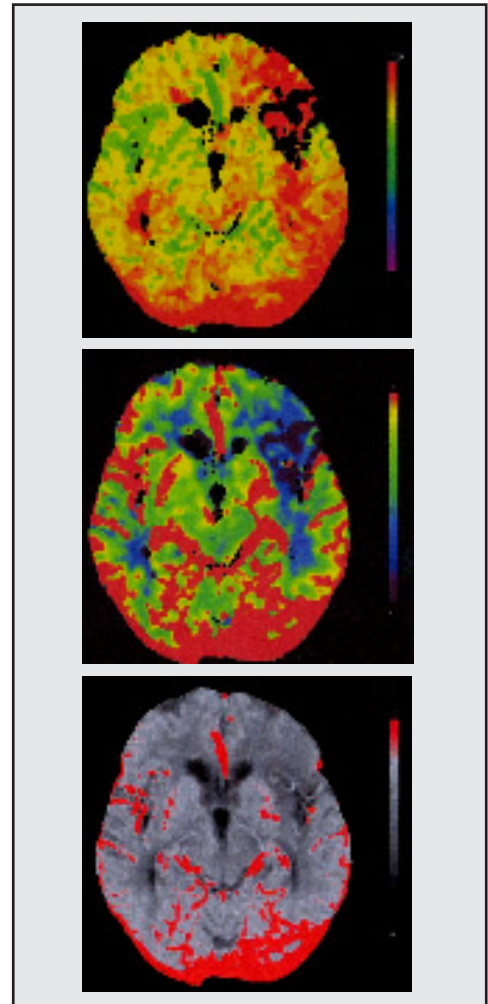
a, b, c. CT Perfusión: a. MIP, b. CBV (flujo sanguíneo cerebral), c. TTP (velocidad del medio de contraste en los vasos intracerebrales); Infarto (zona más oscura) y penumbra en territorio de la arteria cerebral media izquierda.
